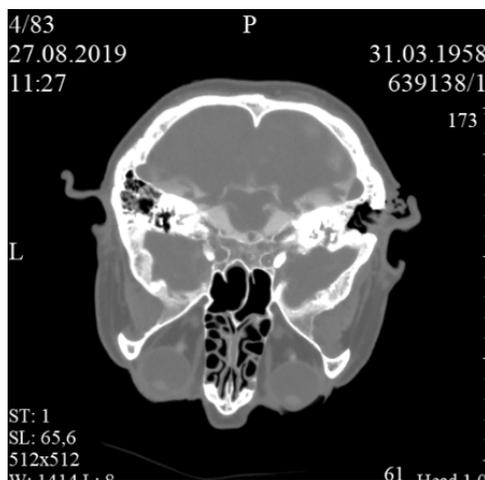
КТ головного мозга пациентки Г. (27-е сутки в стационаре). Трепанационный дефект сосцевидного отростка правой височной кости. Состояние после антростомастидотомии
